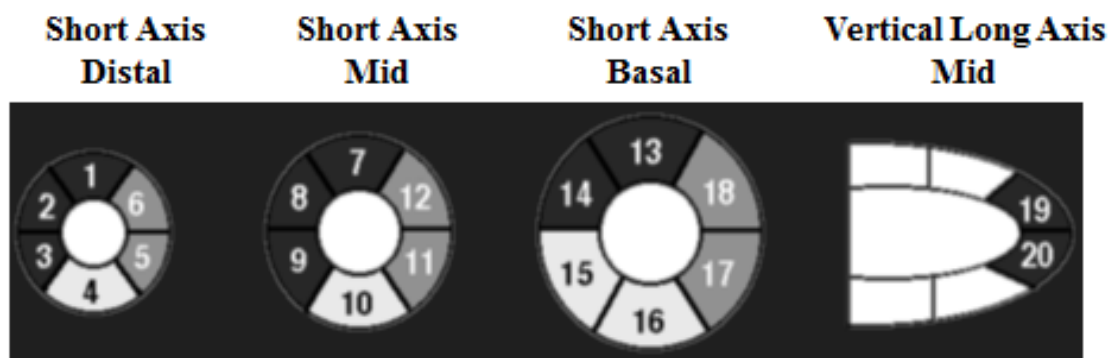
SPECT画像の視覚的評価(20セグメント5ポイントスケール)
